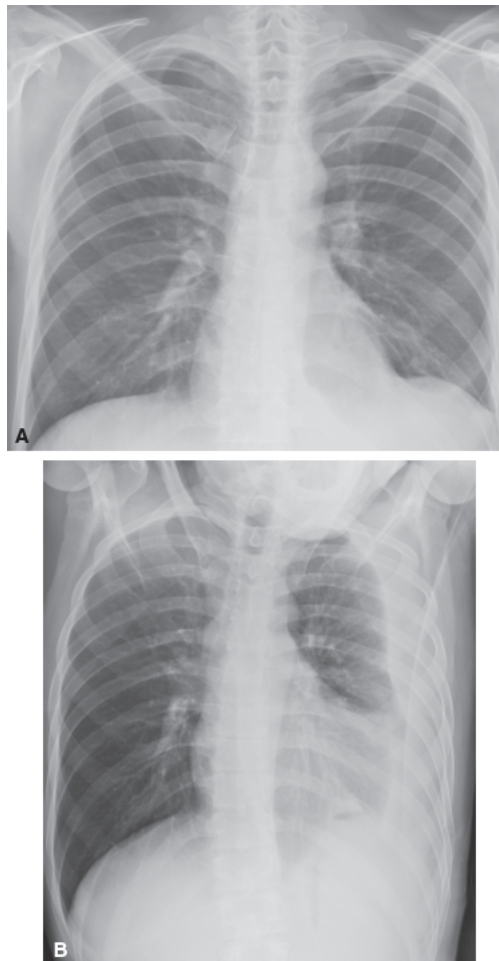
Derrame pleural. Radiografias do tórax na projeção posteroanterior (A) e projeção em decúbito lateral esquerdo com raios horizontais (B). Em A, caracteriza-se obliteração do seio costofrênico esquerdo, e em B, na incidência em decúbito, observa-se nível líquido no aspecto pendente do tórax, confirmando derrame pleural livre.
